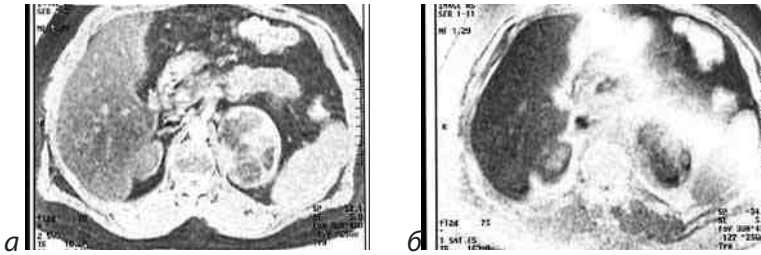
МРТ (T1) (а) и (T2) (б) миелолипомы левого надпочечника
